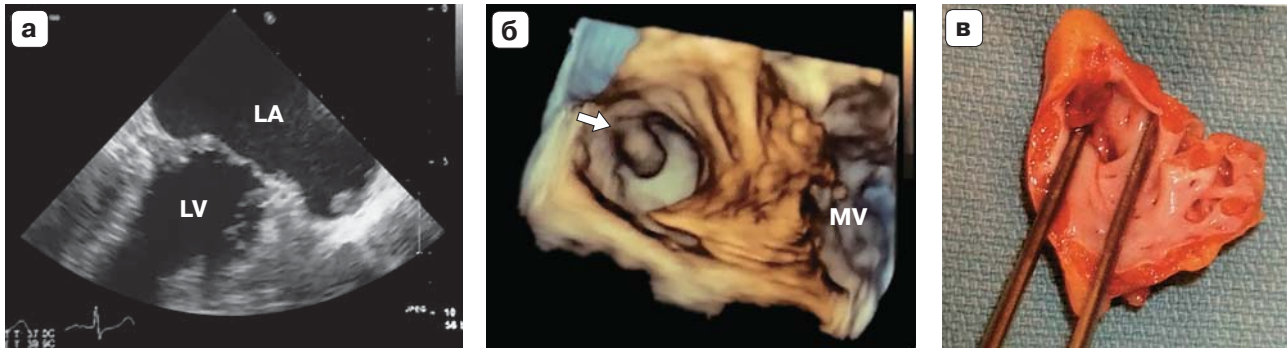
Тромб в ушке левого предсердия у пациента с мерцательной аритмией. а – чреспищеводная эхокардиография в двухкамерной позиции (LA – левое предсердие; LV – левый желудочек; стрелка – тромб в ушке левого предсердия); б – 3D-модель ЧП-ЭхоКГ у того же пациента (MV – митральный клапан; тромб в ушке левого предсердия); в – препарат удаленного ушка с тромбом в его полости (приведено по Oхon D.C. и Otto C.M. [17]).
